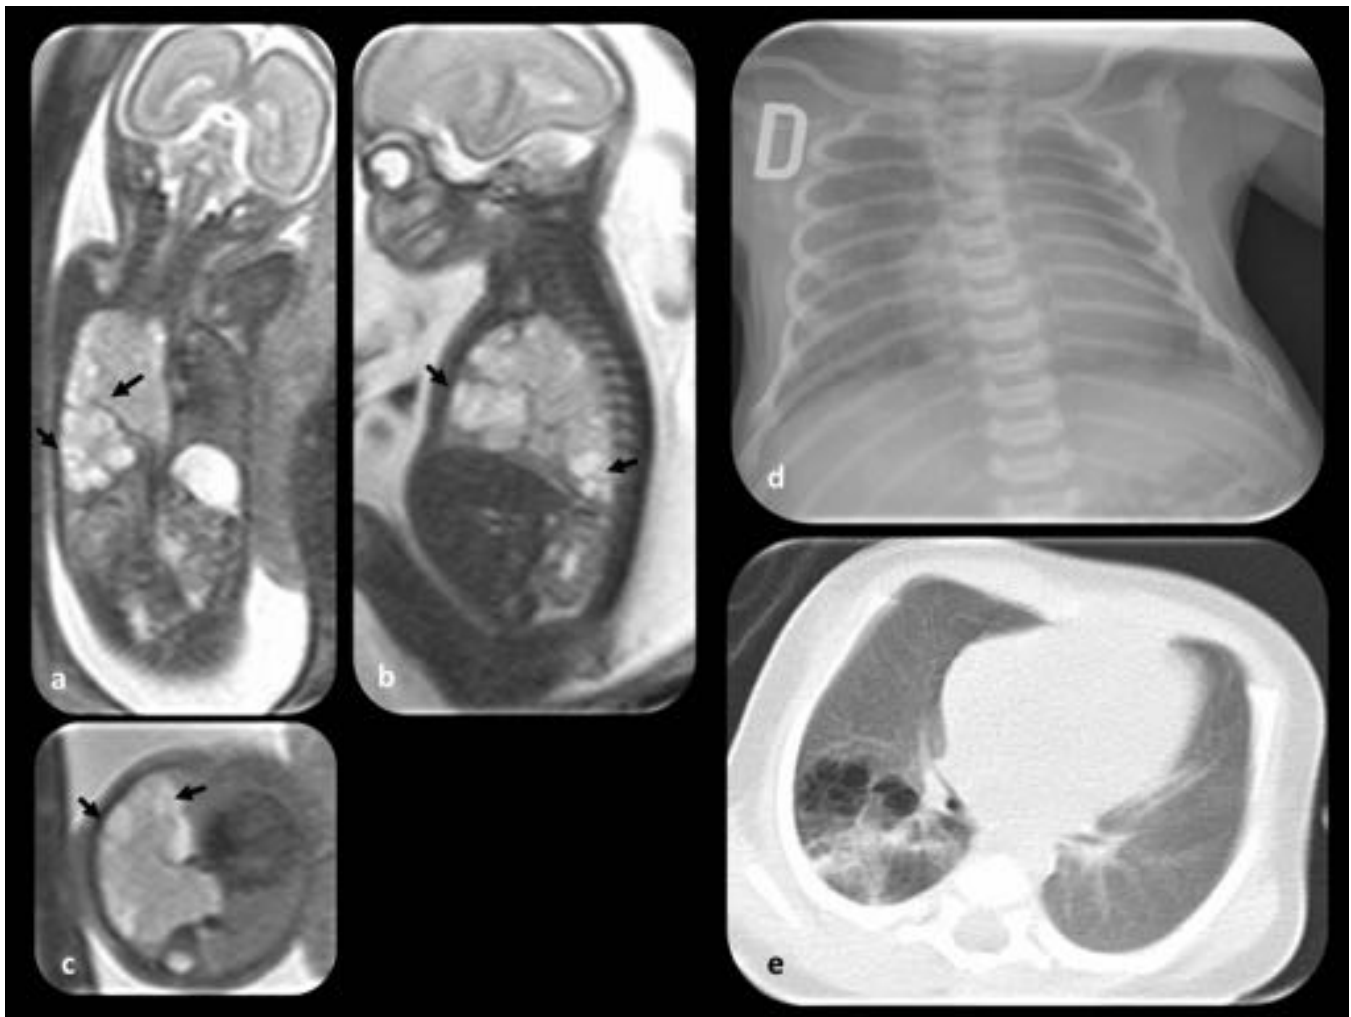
MCVAP tipo II. Feto en la semana 24 de gestación. (a, b, y c) Imágenes coronal, sagital y axial fetales: lesión hiperintensa, polilobulada y con septos en su interior que ocupa una gran parte del hemitórax derecho (flechas). (d) Radiografía de tórax normal después del nacimiento. (e) La TC después del nacimiento muestra la anomalía observada en el estudio prenatal; la lesión parece haber disminuido de tamaño.
